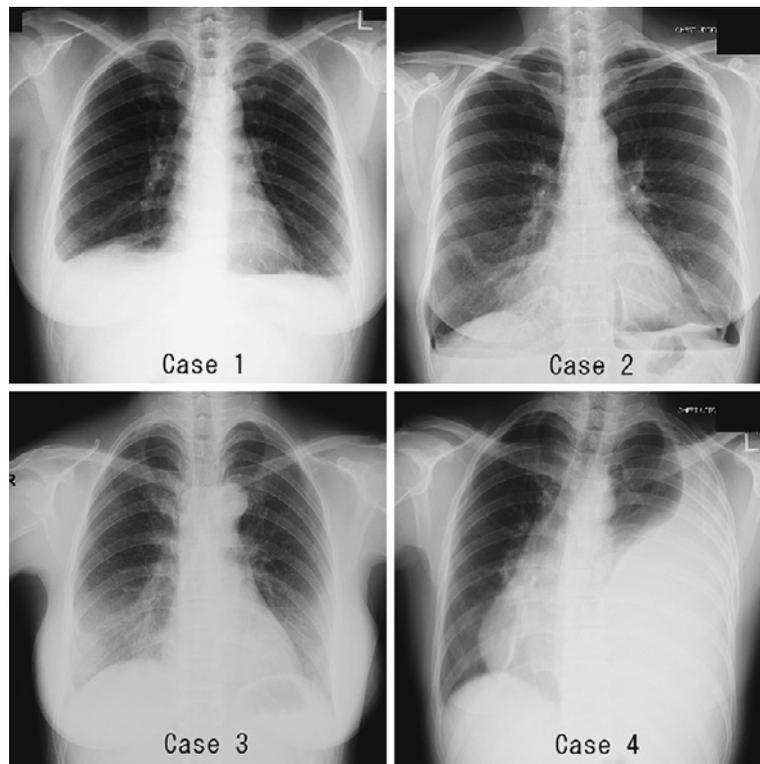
Chest radiographs of 4 patients. The abnormalities are focal consolidation in the left upper lung zone and small bilateral pleural effusions in case 1, bilateral pneumothorax in case 2, a nodular opacity in the right lower lung zone in case 3, and marked left pleural effusion in case 4.
